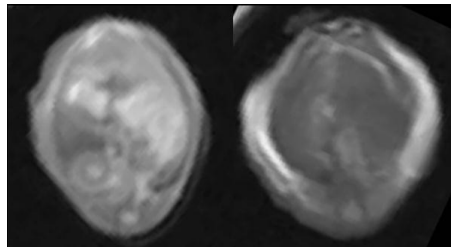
MRI (T1 強調・陽性粒子による造影)
